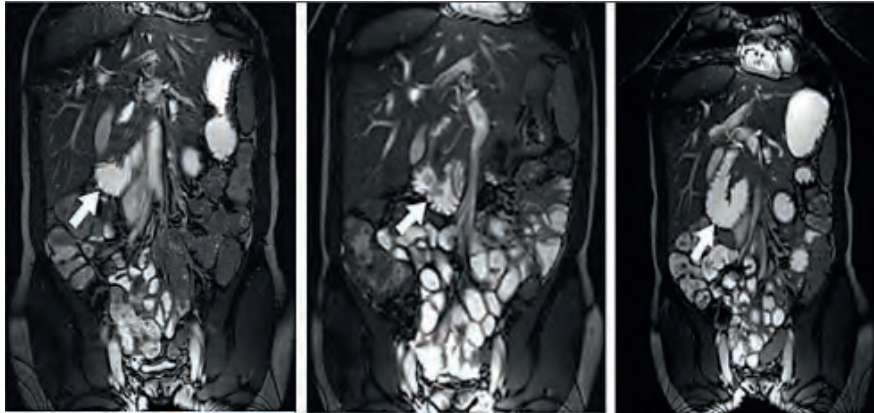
The effect of a contrast agent on image quality. Presents MRI images in coronary projection with the visualization of one of the loops of the jejunum filled with a contrast agent. Optimal visualization of the lumen of the intestine is achieved when using a 2% solution of Sorbitol [5]
